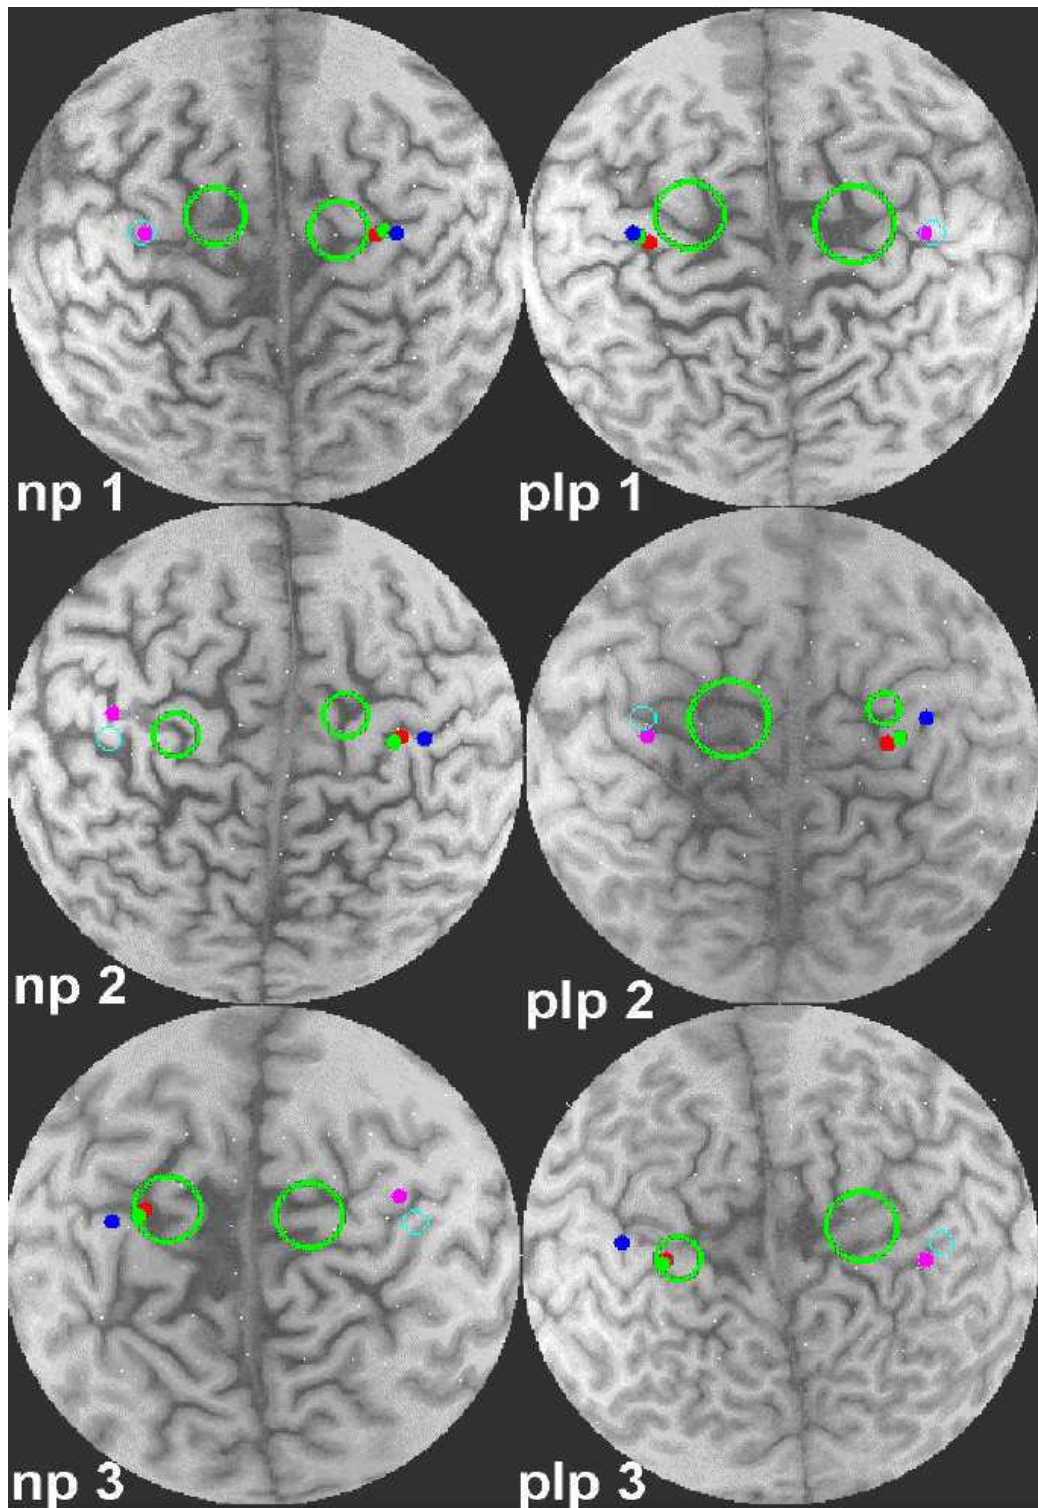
Überlagerung der SEPs, MEPs und MRI bei drei Patienten mit Phantomschmerz (PLP) und drei Patienten ohne Phantomschmerz (NP).¹
